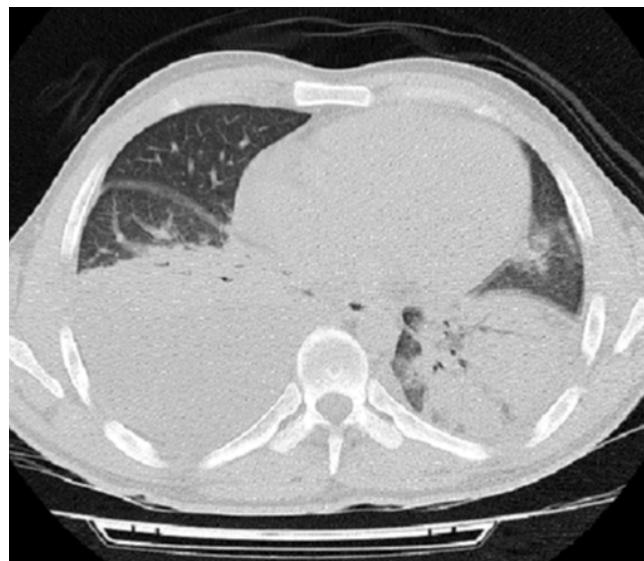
Компьютерная томограмма на уровне Th IX. Массивные затемнения задней части правого гемиторакса вследствие накопления экссудата. Воспалительная инфильтрация левого легкого
